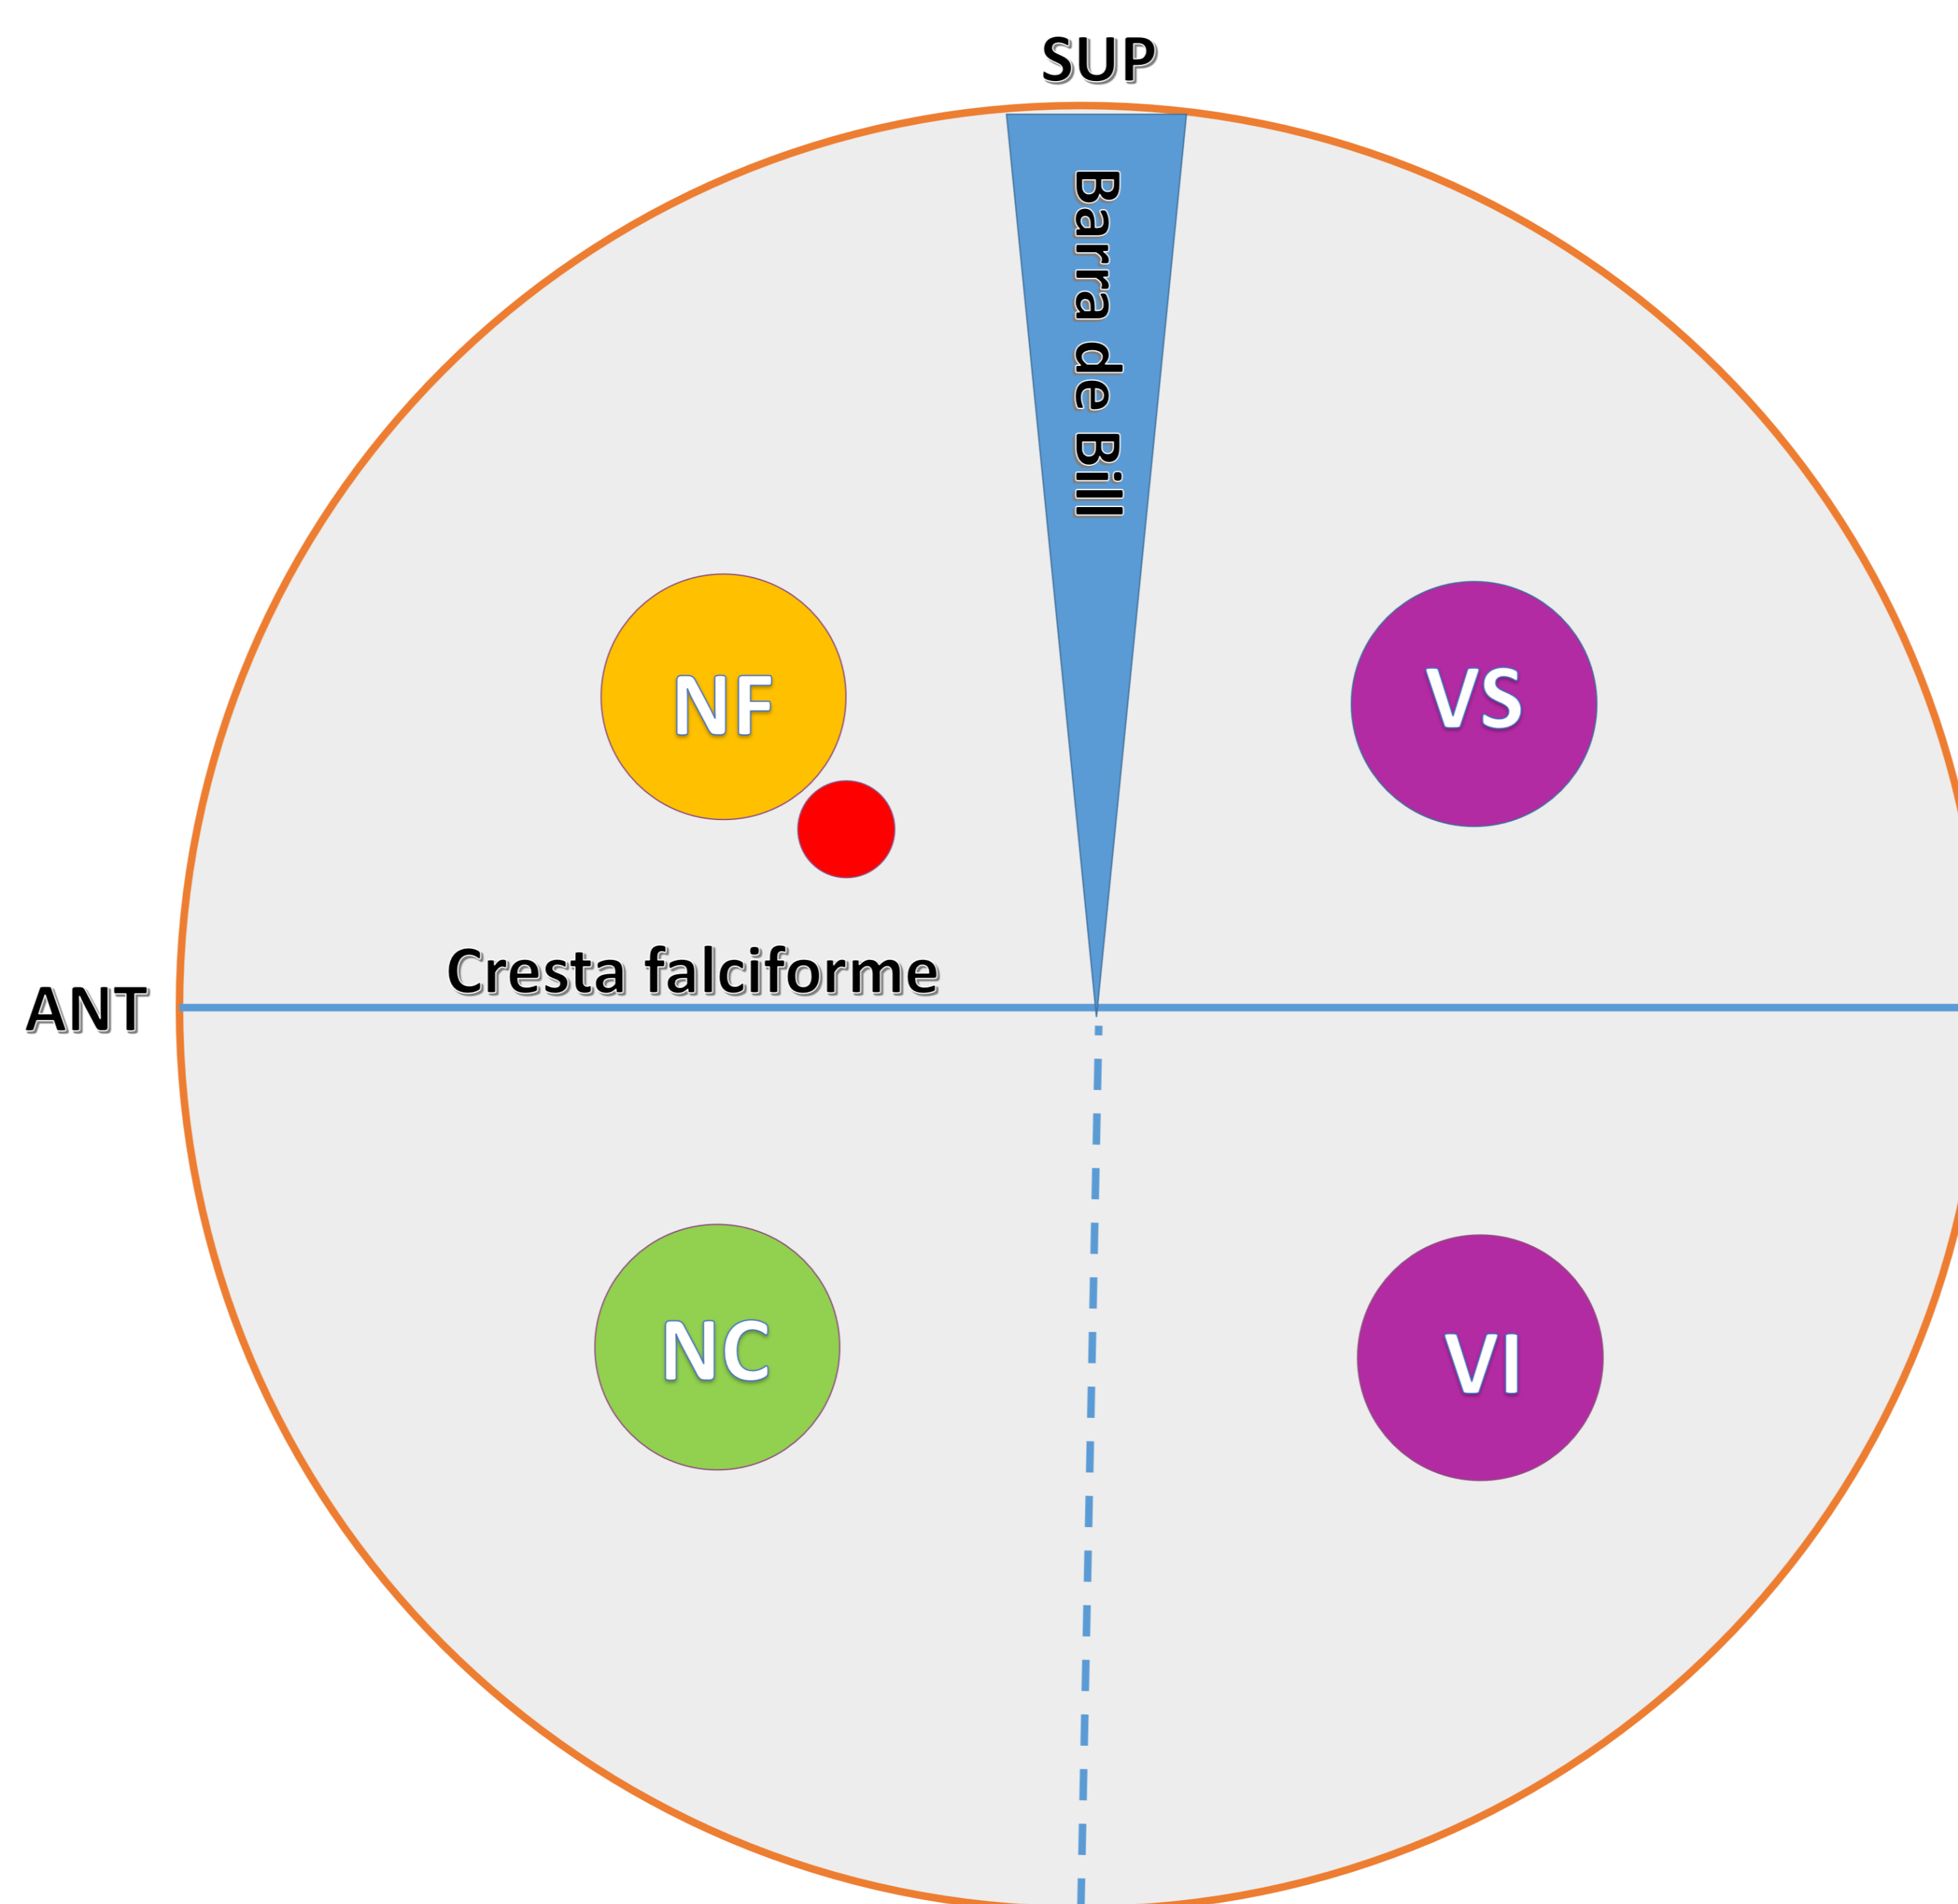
Corte axial TC: disposición pares craneales en el fondo del CAI.
